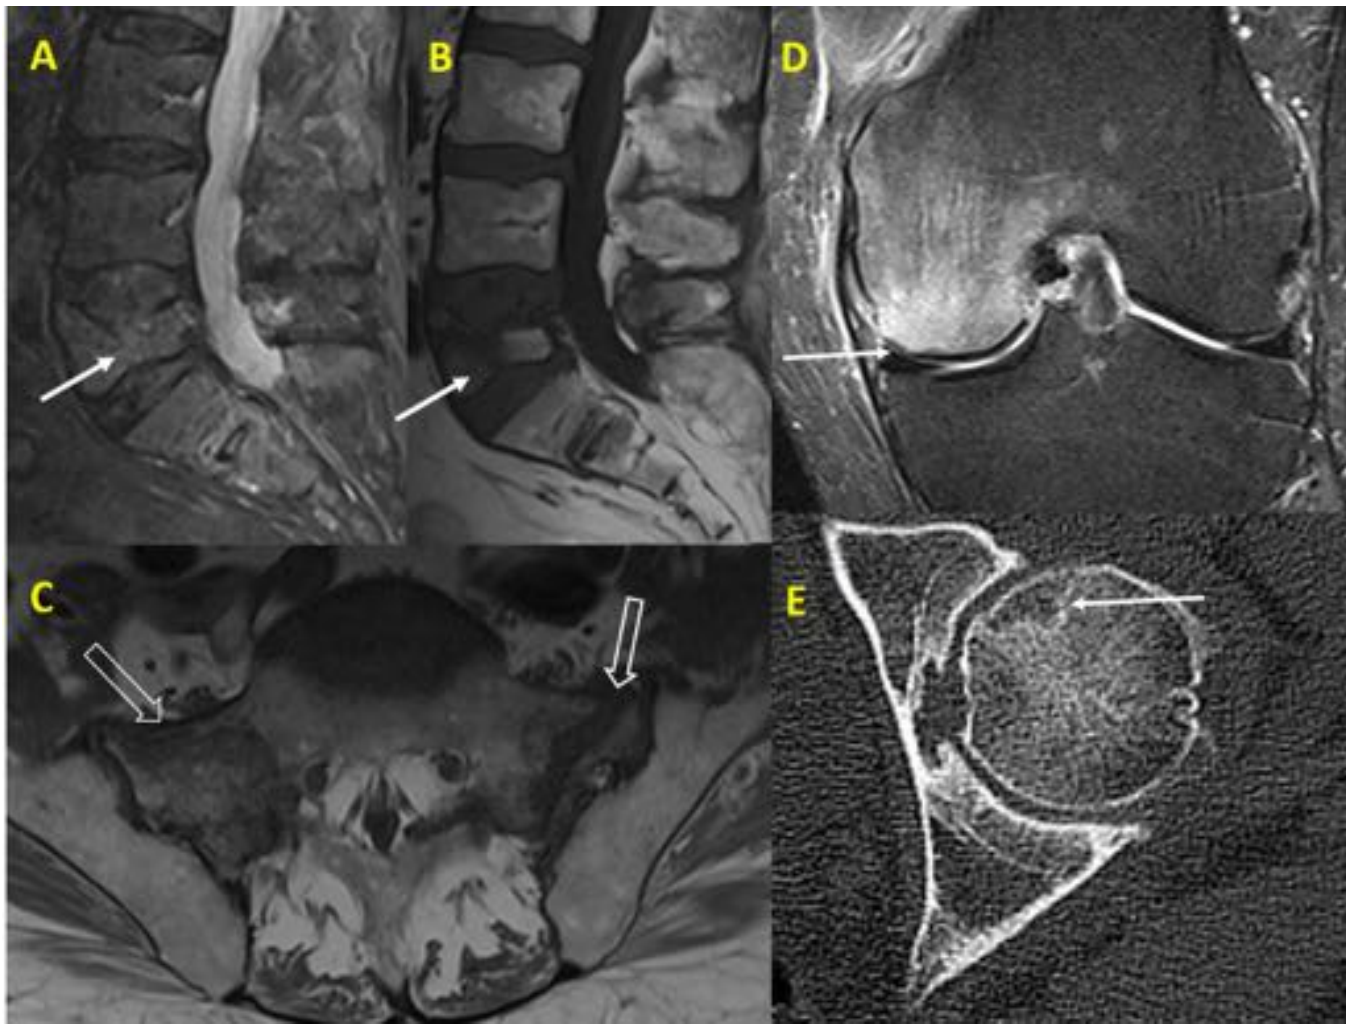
Fracturas por insuficiencia: STIR-T1 sagital columna lumbar (A-B) y axial T2 sacroilíacas (C), mujer 68 años, fractura posterior severa cuerpo L5 (flecha sólida) y fracturas por insuficiencia en alas sacras (flechas huecas). STIR coronal rodilla (D), hombre 75 años, lesión subcondral en superficie de carga de cóndilo femoral interno (flecha), con extenso edema óseo. Reconstrucción oblicua TC cadera izquierda, mujer 73 años, fractura subcondral en región anterosuperior de cabeza femoral (flecha).
